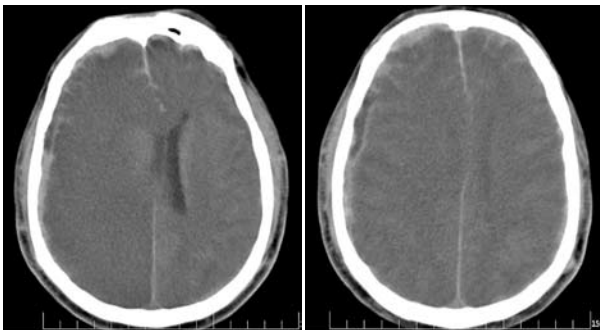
Серія СКТ. Хворий П., 46 років. Нашарування крові субдурально і субарахноїдально справа. Зона ішемії правої півкулі великого мозку, зміщення серединних структур ліворуч на 7 мм. Стиснений правий шлуночок, помірно розширений лівий.
